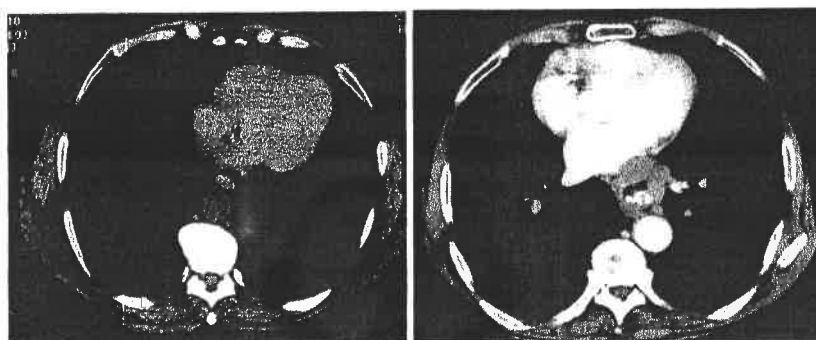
7 Examen CT torace nativ (a) și postcontrast (b).
